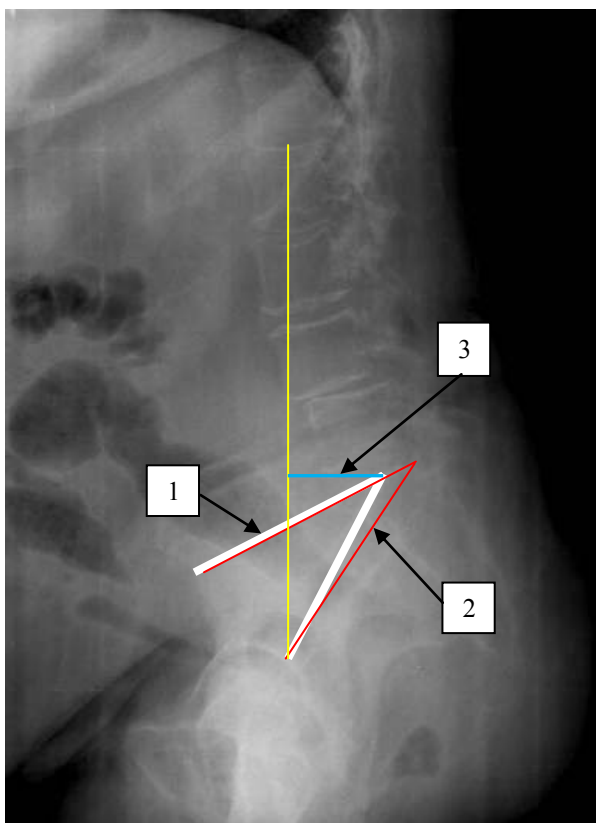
Боковая рентгенограмма комплекса «тазобедренные суставы – таз – позвоночник» больной З., 56 лет, с левосторонним коксартрозом (АНГБК) и поясничным лордозом I типа: 1 – PA; 2 – PL; 3 – L=34 мм
